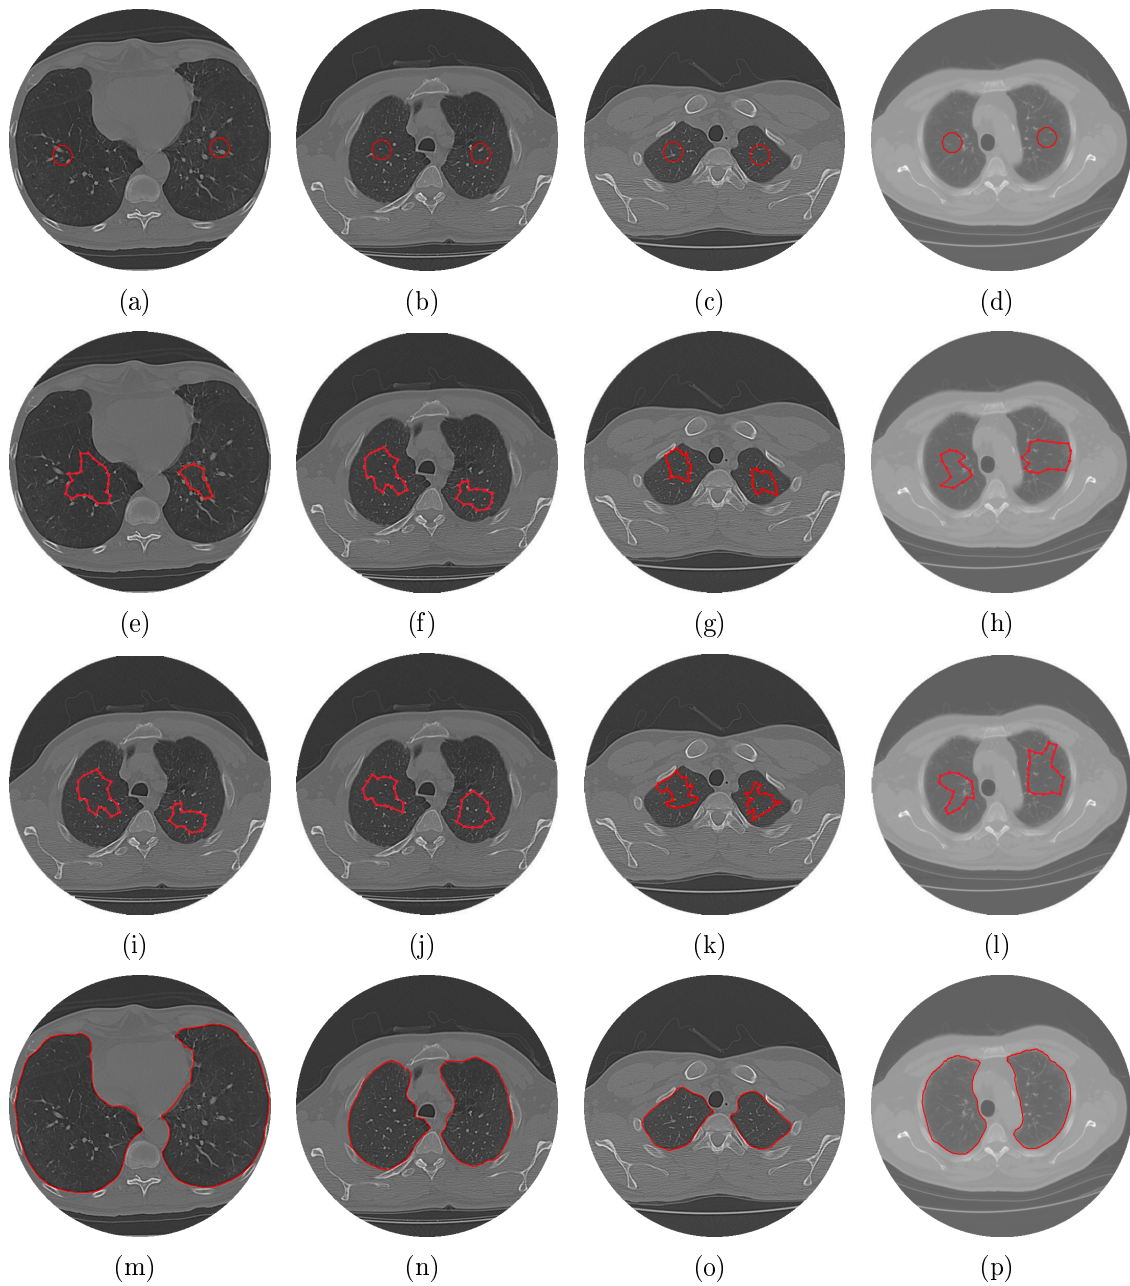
imagem de TC dos pulmões: a), b), c) d) inicialização da curva, em vermelho, resultados da segmentação aplicando e), f), g) e h) MCA Balão, i), j), l) e m) MCA GVF, n), o), p) e q) MCA Crisp.
